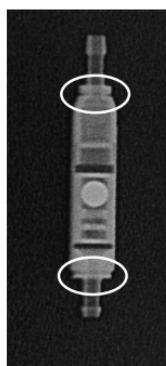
Radiograph of a paedigAV (9/24 cmH₂O)
